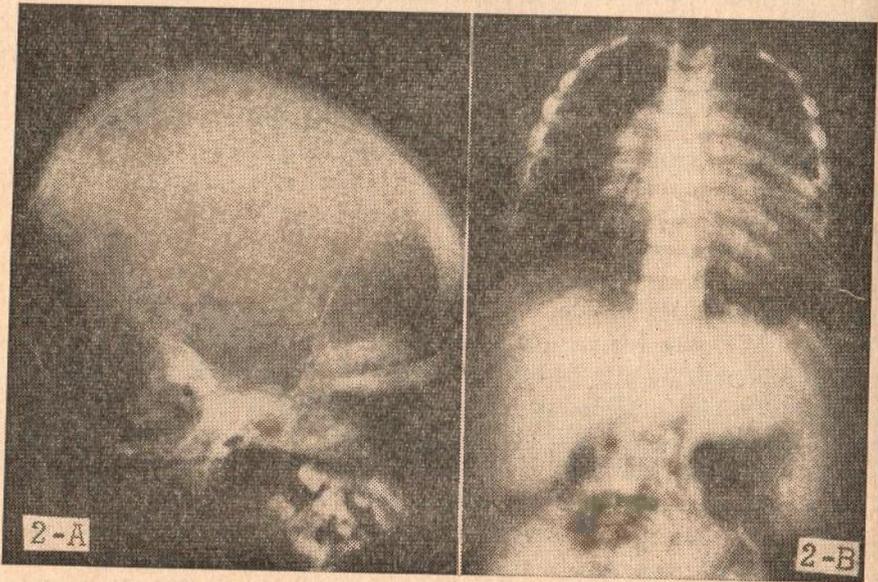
Radiografías del niño J. H. G. Nótese el engrosamiento del diploe y la apariencia de "Cepillo" en la bóveda craneana.
